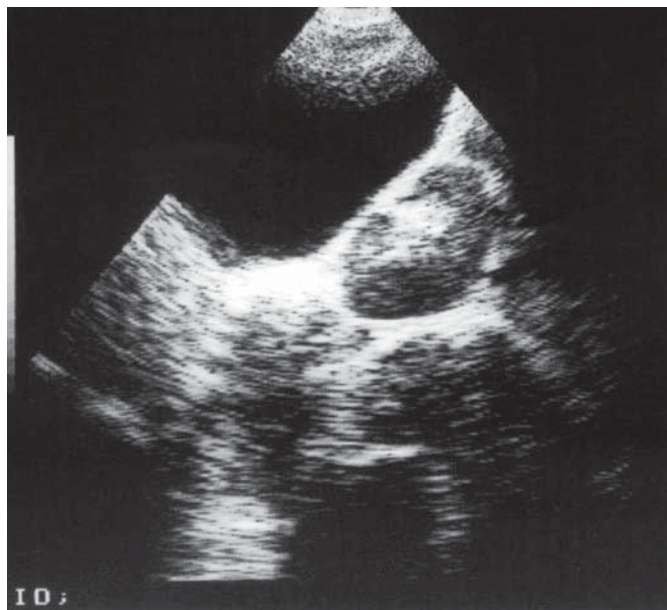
Ectopie pelvină. Ecografie. Rinichiul este situat posterior față de vezica urinară.
